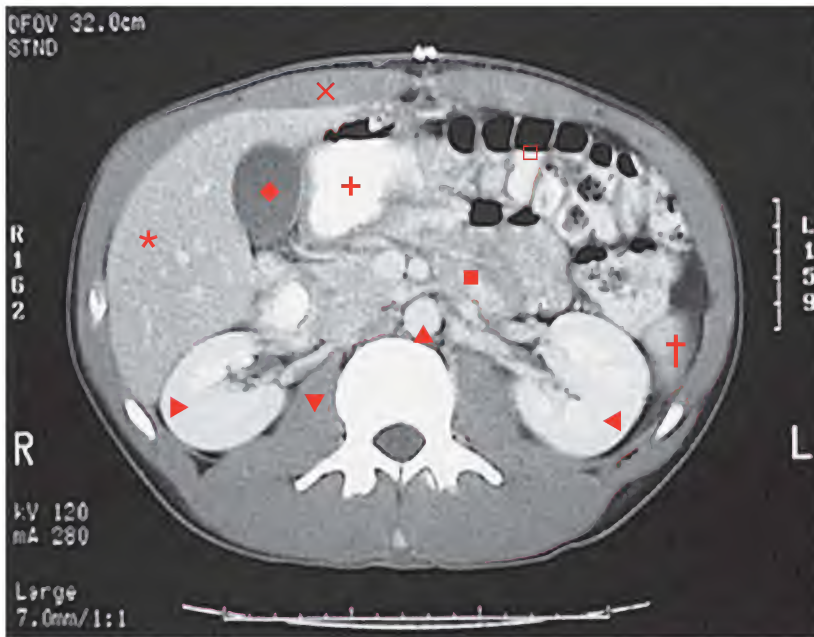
Vesícula biliar normal, tomografía computarizada
